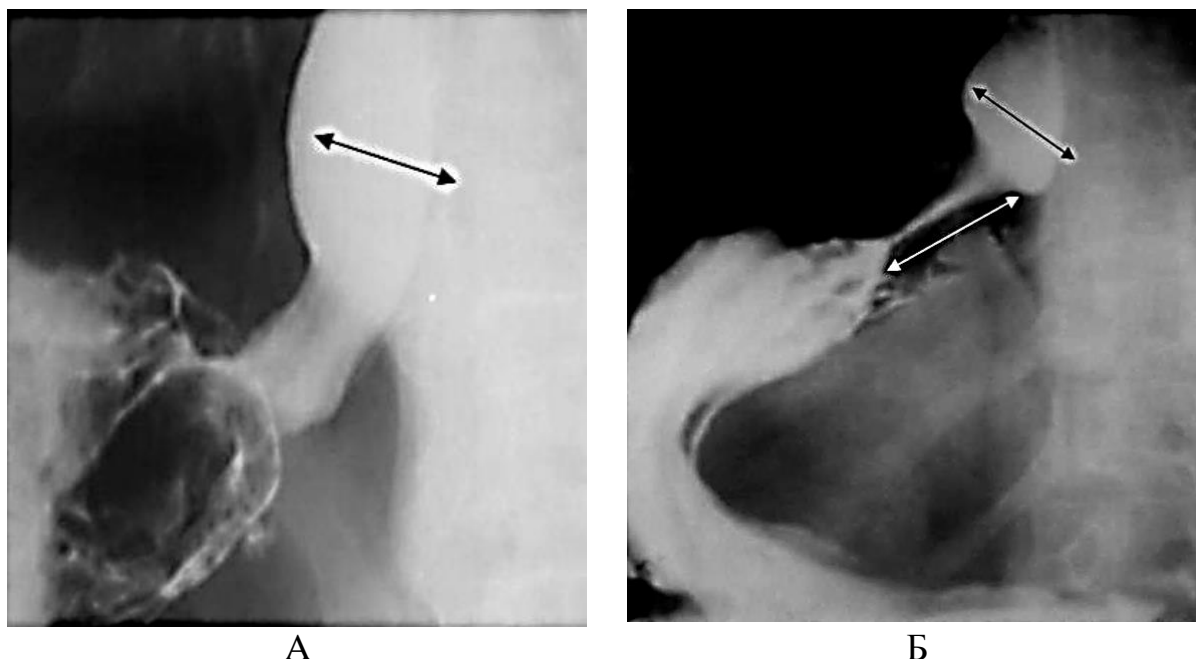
Прицельная рентгеноскопия пищеводно-кишечного перехода. Больной Т., 47 лет. А – до операции. Б – один год после реконструктивной операции
